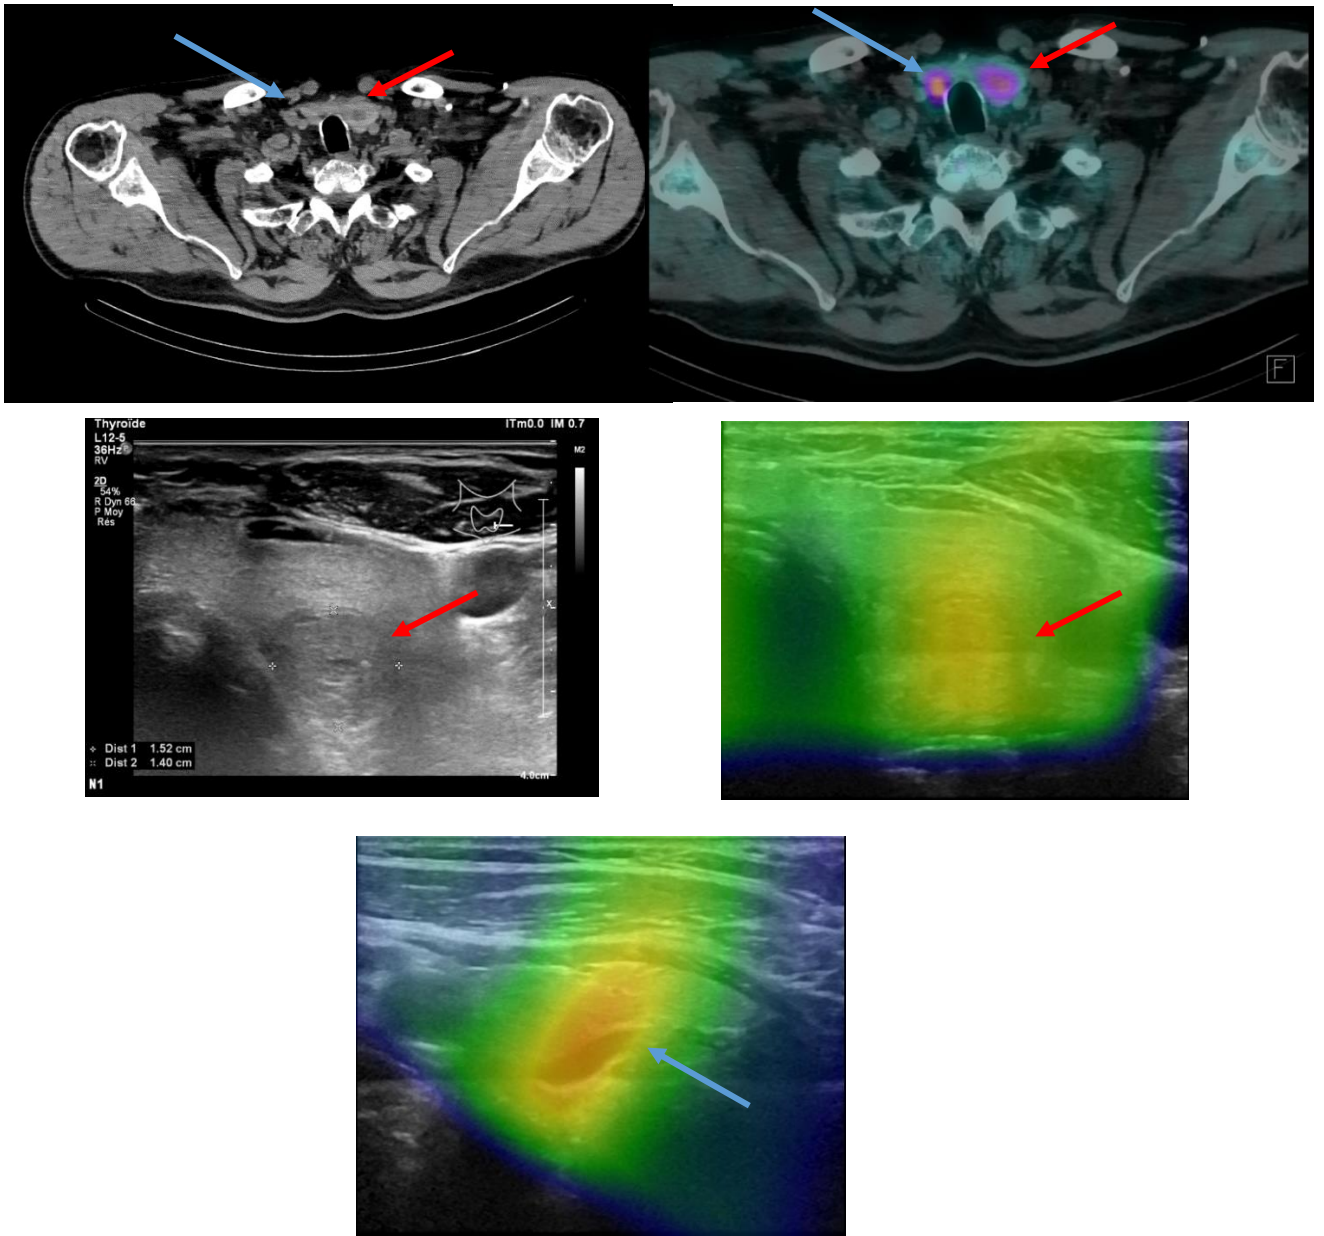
Imagerie patient #4 : CT, SPECT/CT, US, fhSPECT/US indiquant avec la flèche bleue l'adénome parathyroïdien et avec la flèche rouge le nodule intra-thyroïdien.
